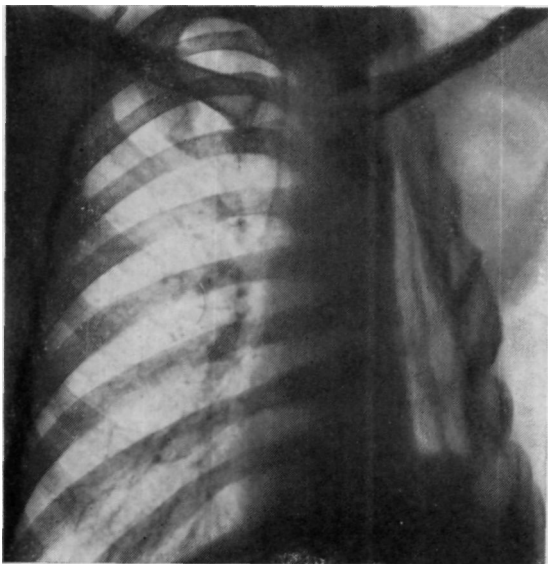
Обзорная рентгенограмма больного С. перед операцией. Видны размеры остаточной плевральной полости под торакопластикой слева.
